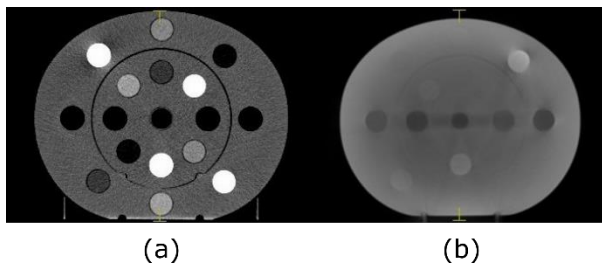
(a) CT del *phantom CIRS* modelo 062M, (b) CBCT del mismo *phantom*
